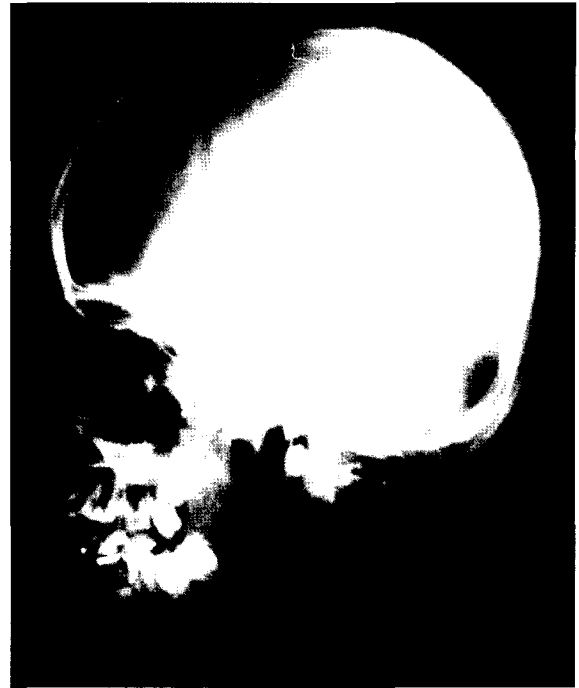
Cephalometric radiograph shows mosaic pattern of wormian bones in the lambdoidal sutures, poor pneumatization of mastoid bones, elongation of the posterior clinoid process, and bulbous dorsum sellae. Very dense petrous portions of the temporal bones are superimposed on the contour of the clivus.
